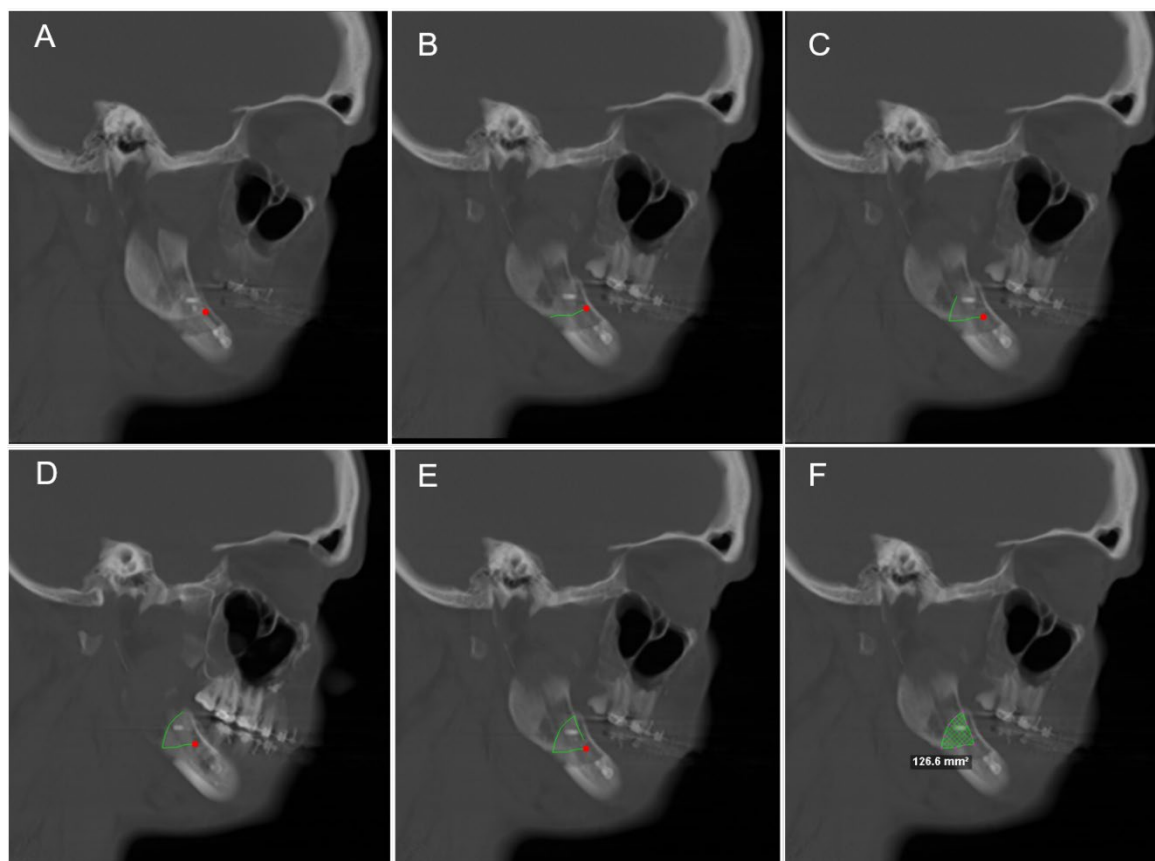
Análise dos cortes sagitais das tomografias pós-operatórias imediatas, utilizando ferramenta “2d area”. Figuras A, B, C, D e E evidenciando a delimitação dos pontos em cortes sequenciais e a Figura F o cálculo da área pelo *Software*.
